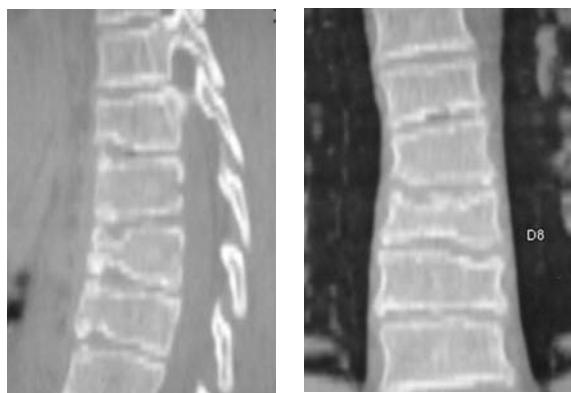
M. di Scheuermann: quadro TC (ricostruzione MPR).
